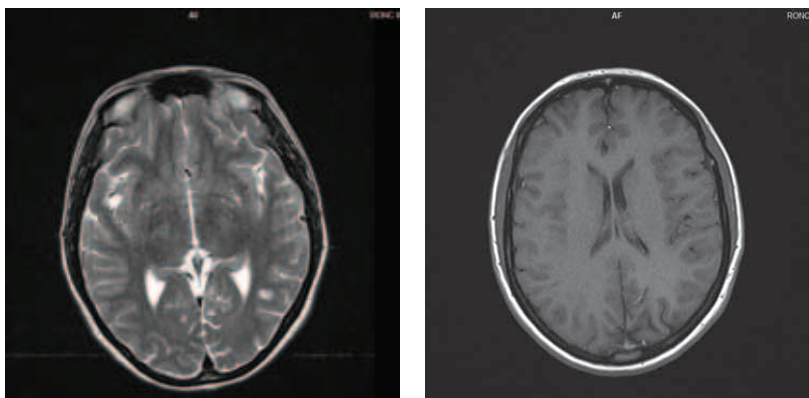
МРТ головного мозга от 13 августа 2018 г.
